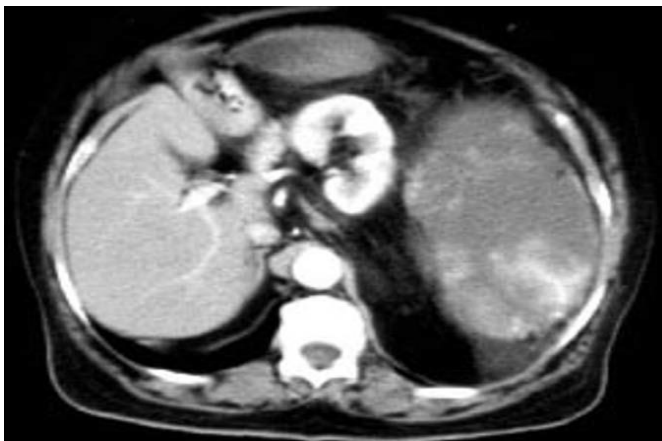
Liposarcome rétropéritonéal gauche. Coupe TDM après injection de contraste : le rein gauche est refoulé en avant et en dedans par une volumineuse
